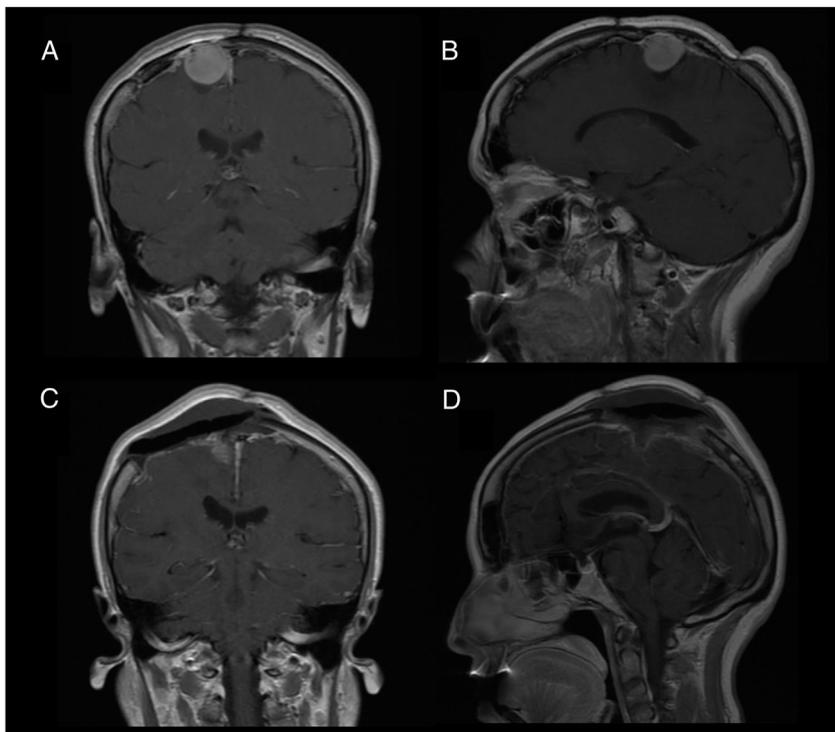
RM en secuencia T1 tras administración de contraste para el caso 2. A y B) Preoperatorio de la recurrencia tumoral (ingreso reciente). C y D) Control posquirúrgico.
